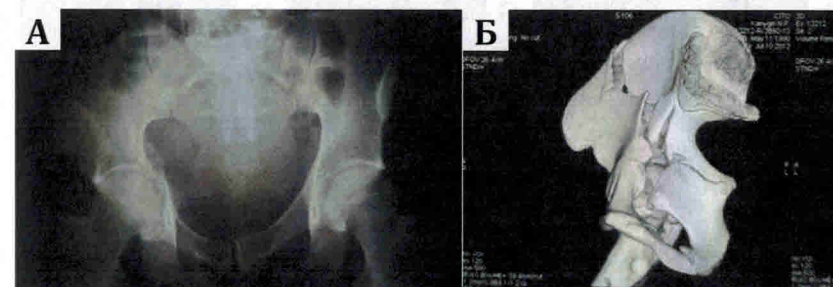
Обзорная рентгенограмма (а) и КТ (б) таза пациента К. 23-х лет
